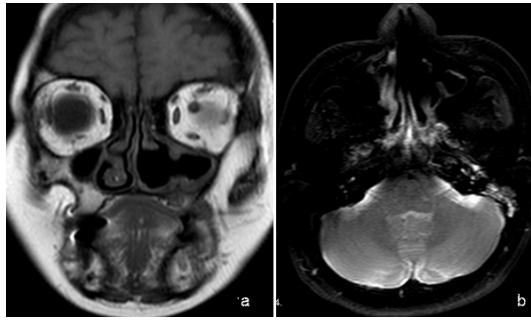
a; Radyoterapi öncesi PET BT de maksiller sinüs ve parafarengeal bölgedeki lezyonların görünümü, b; Radyoterapi sonrası maksiller sinüs ve parafarengeal bölgedeki rezidü tümör
